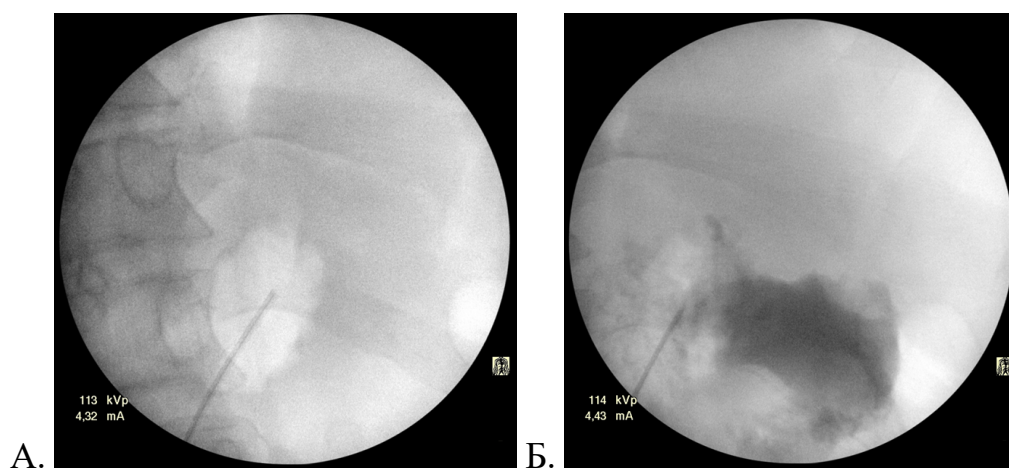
Рентгенограммы пункции (А) и контрастирования (Б) кисты головки поджелудочной железы
